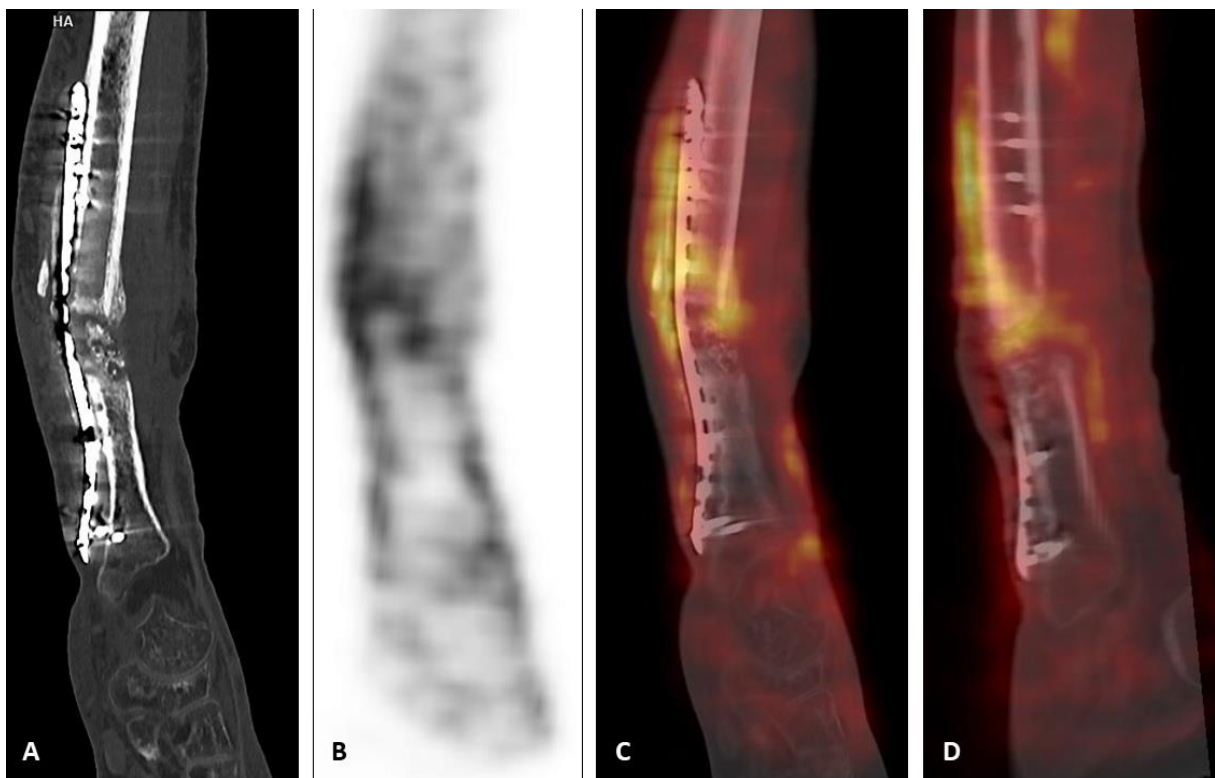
Linker distaler Unterschenkel mit Sprunggelenk in CT- (A), SPECT- (B) und Fusionsaufnahmen (C, D) bei Verdacht auf posttraumatische Osteitis bzw. infizierte Pseudarthrose der distalen Tibia links. CT- (A) und SPECT-Aufnahme (B) in coronarer
